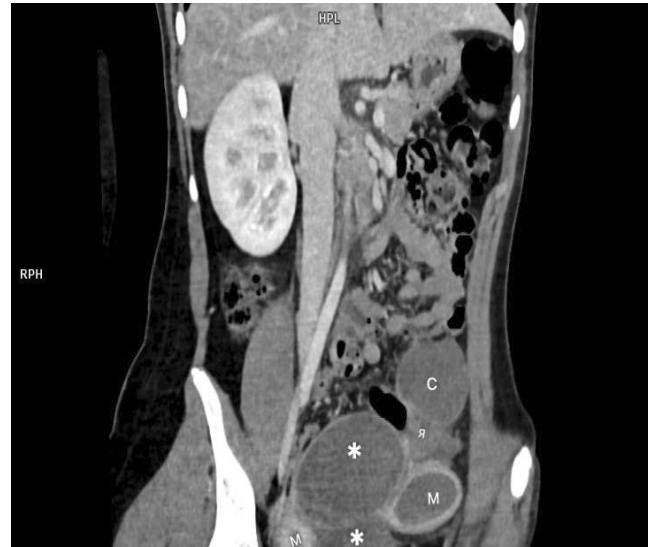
Фронтальное изображение КТ-ангиографии брюшной полости и малого таза пациентки с синдромом Херлина: * — влагалище; М — матка; Я — яичники; С — маточная труба (гематосальпинкс)
